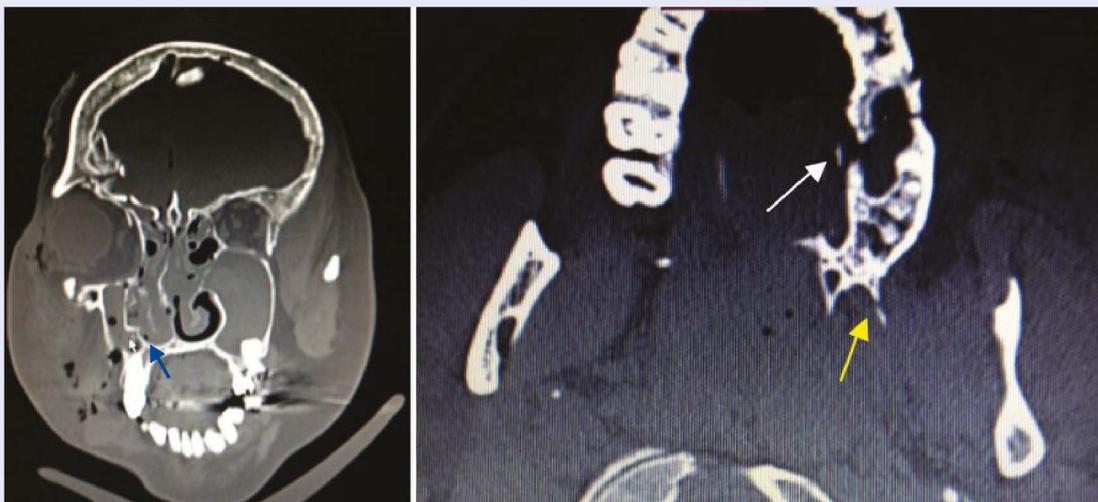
À gauche TDM du massif facial en coupe coronale avec fracas facial dont la flèche rouge montre l'hémi Le Fort I (rappel, une fracture de Le Fort signifie la bilatéralité); À droite, TDM en coupe axiale avec flèche blanche indiquant la fracture horizontale du maxillaire et la flèche jaune la fracture de la ptérygoïde (confirmant l'hémi Le Fort)
